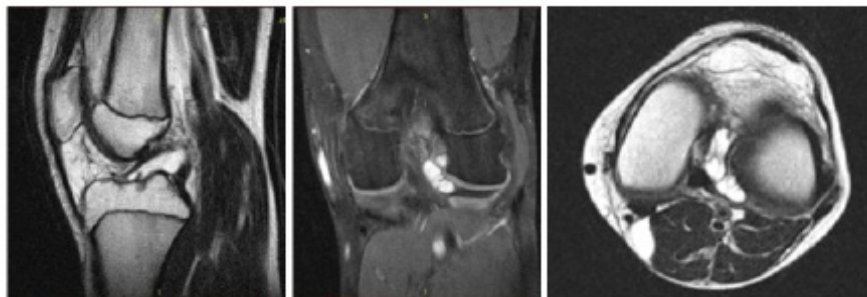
T1 взвешенные сканы МРТ
